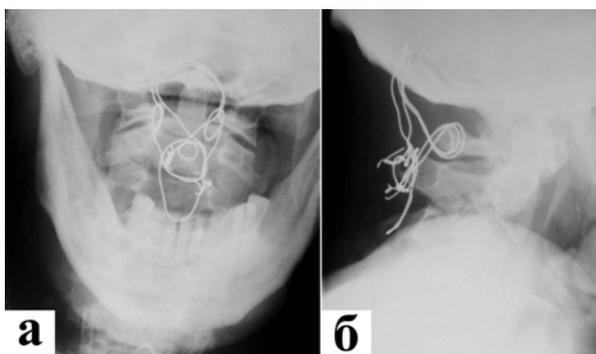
Рентгенограмма краниовертебральной области. Модифицированный окципитоспондилодез с использованием проволоки и метилметакрилата: а - прямая проекция; в - боковая проекция
